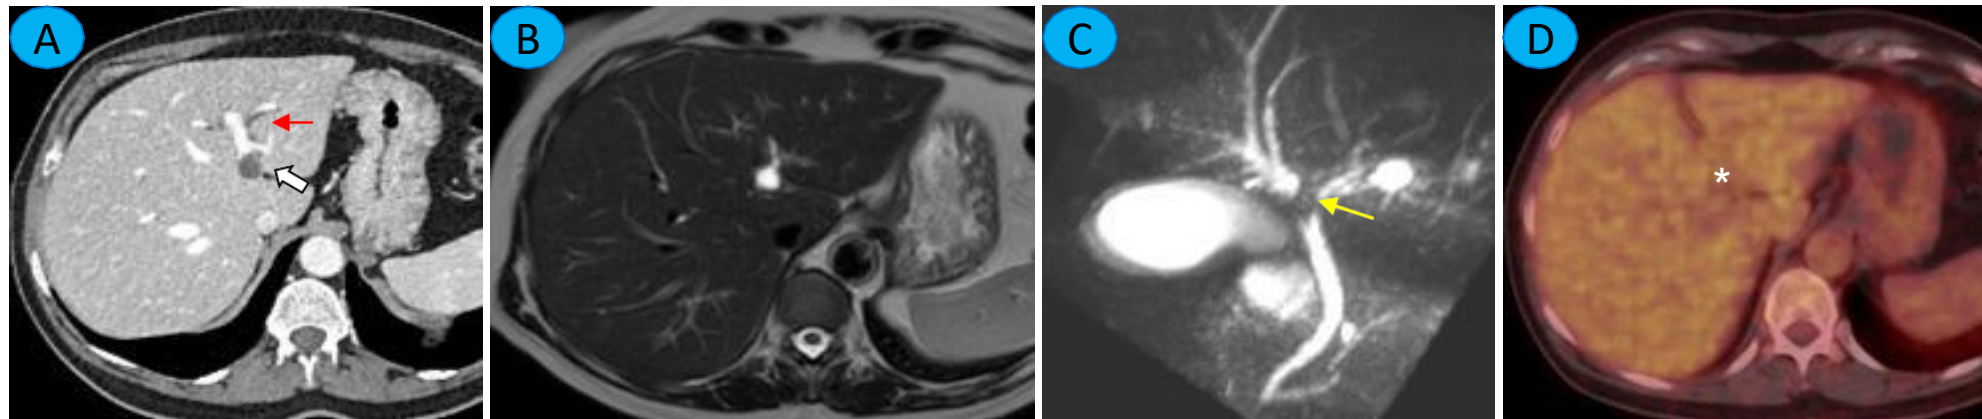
A. TC (fase portal): Lesión hipodensa focal con realce tardío a nivel de la confluencia de los conductos hepáticos (flecha gruesa), asociada a dilatación de la vía biliar intrahepática izquierda (flecha roja). B. RM-T2w y C. RMCP: Interrupción hiliar brusca con leve dilatación bilateral de la vía biliar intrahepática, reforzando la sospecha de colangiocarcinoma hiliar (flecha amarilla). D. PET-TC: Ausencia de captación metabólica patológica, en contra del patrón esperado de malignidad (asterisco).
